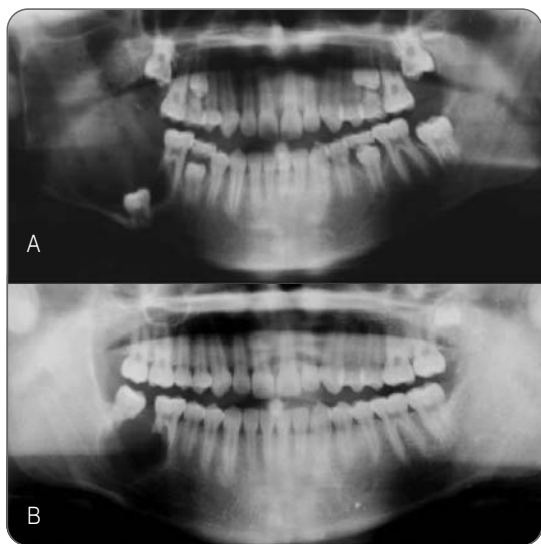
Case 3 patient. Post-operative panoramic radiograph and Follow-up panoramic radiograph at 3 years after cyst enucleation.
